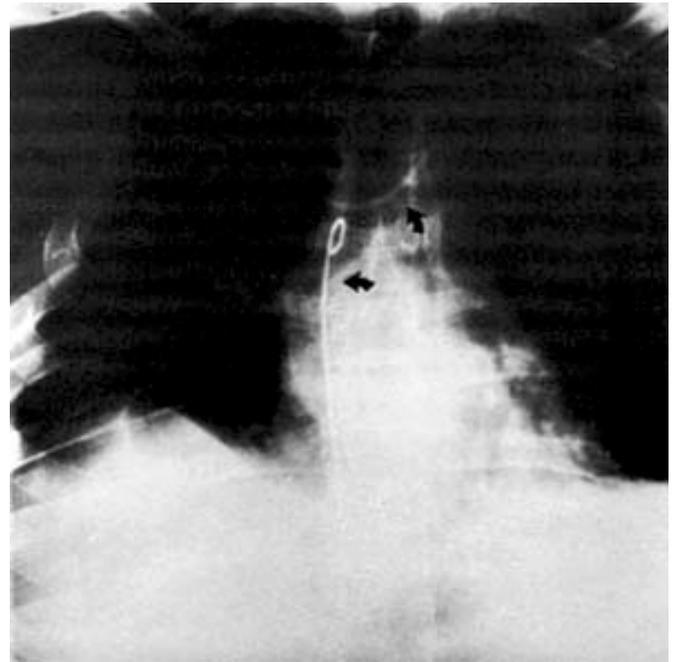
Radiografía de tórax: Catéter cola de cochino introducido por acceso femoral derecho enganchando al catéter Port-A-Cath mal colocado.
